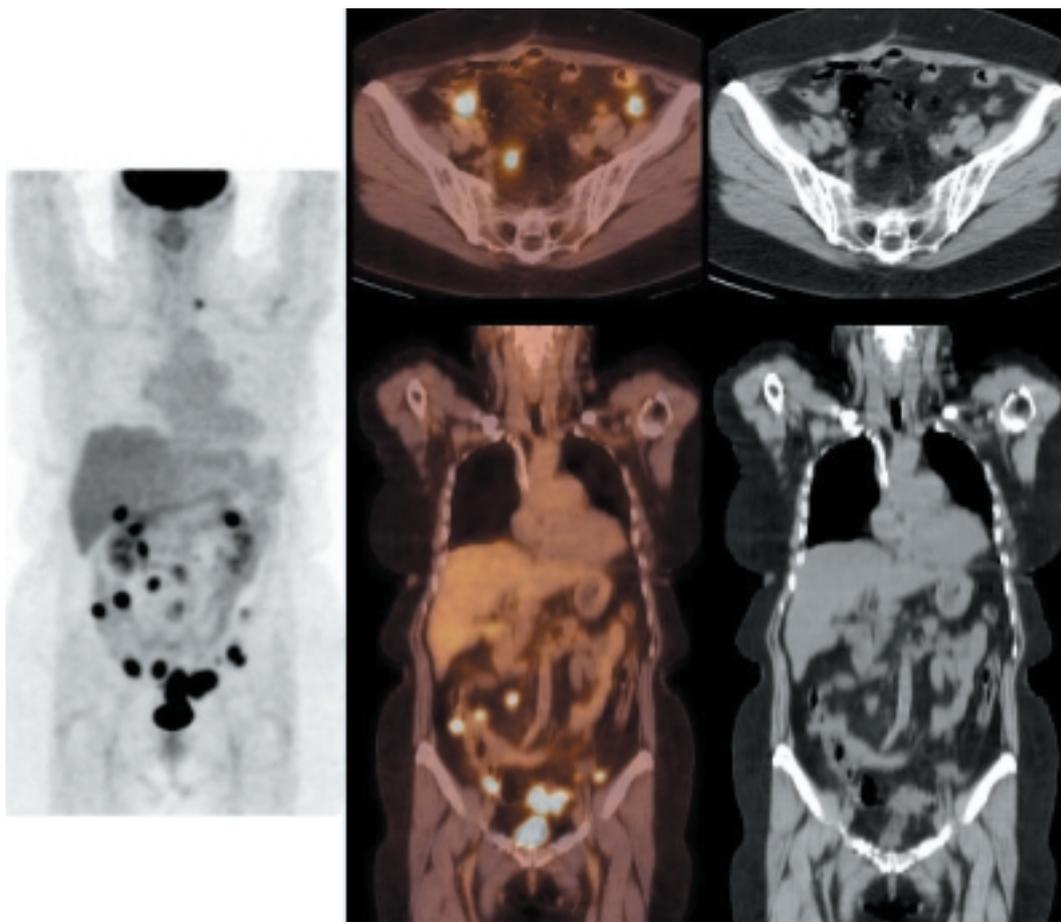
Néoplasie colique. Augmentation de l'ACE. Imagerie conventionnelle non contributive. La TEP-TDM montre des nodules hyperfixants en faveur d'une carcinose péritonéale, ainsi qu'une extension ganglionnaire sus claviculaire gauche.
